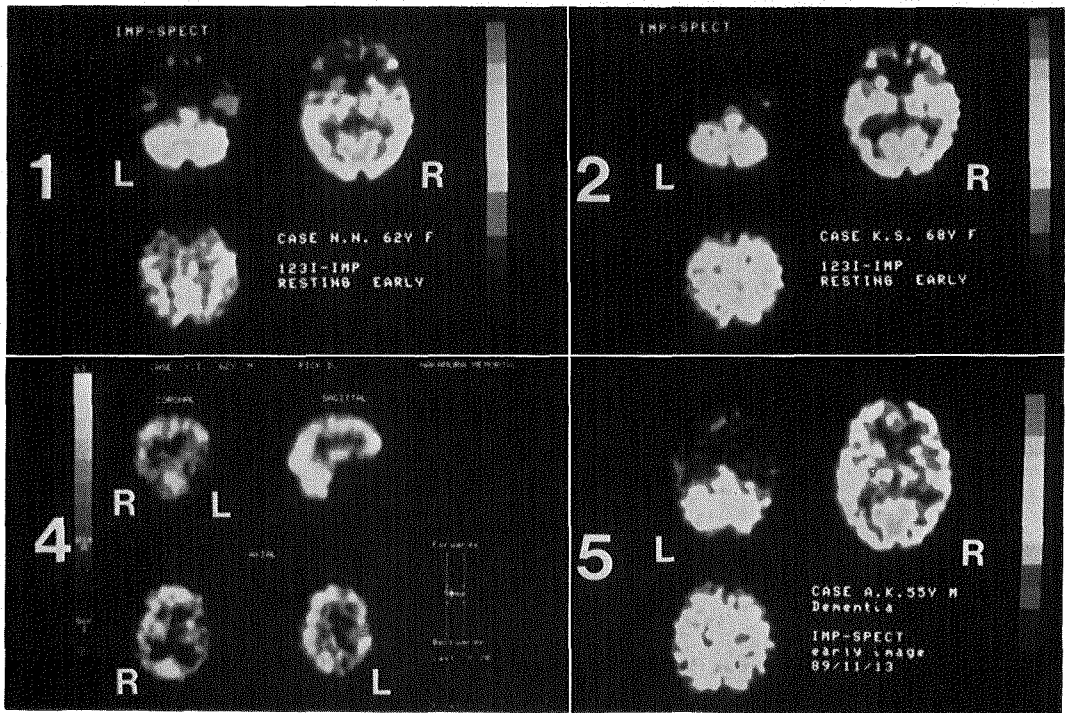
1: 症例1の¹²³I-IMP SPECT, early image。前頭葉および側頭葉前部の血流低下を示す。
